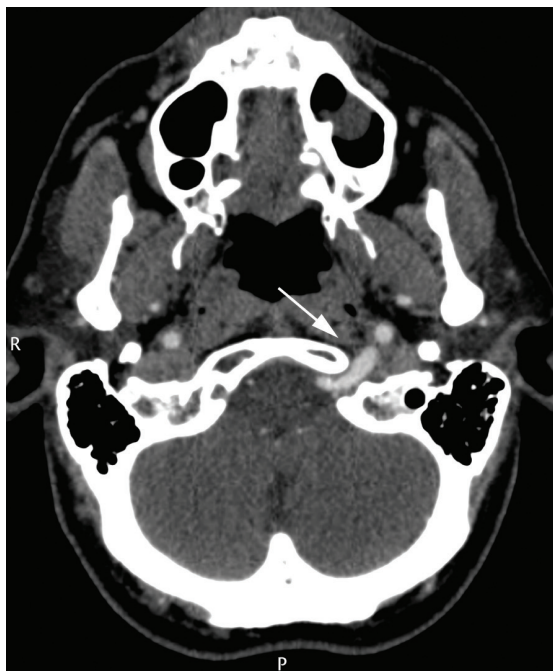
Tomografia em corte transversal mostrando a artéria hipoglossa passando pelo canal do hipoglossos (seta).
